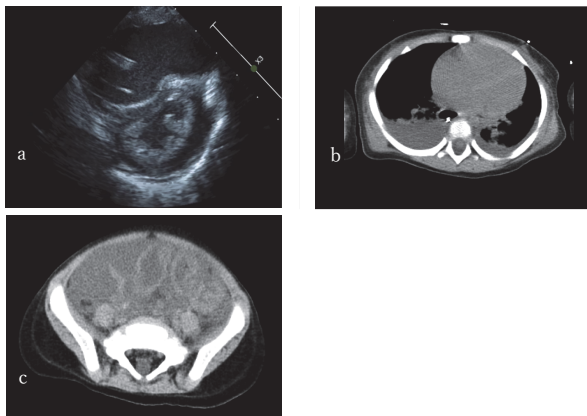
転院時の心臓超音波検査所見 (a) および胸腹部単純CT検査所見 (b, c).
